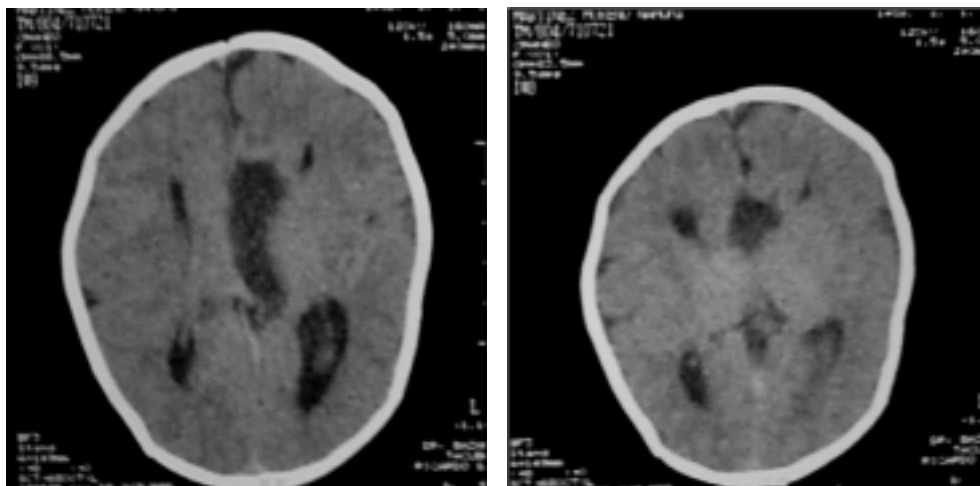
Imágenes en TC que muestran agenesia completa de cuerpo calloso y quiste interhemisférico.
